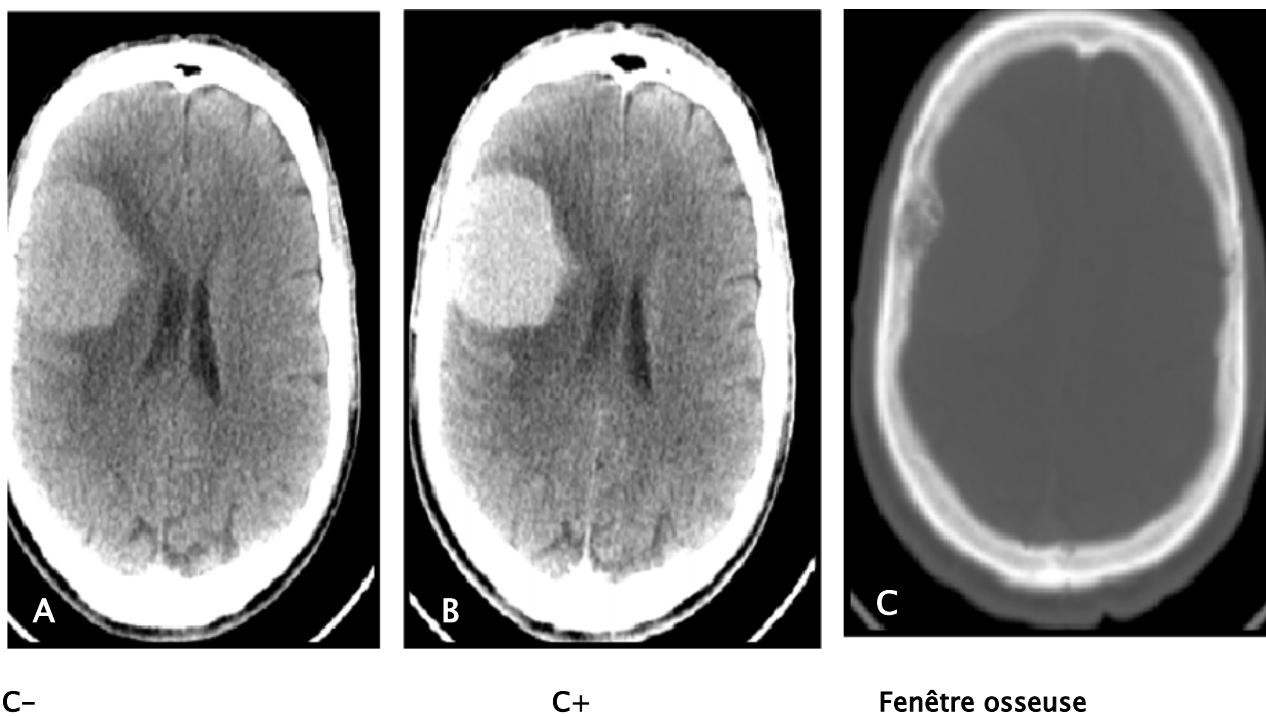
TDM cérébrale en coupe axiale sans (A), avec injection du produit de contraste (B), et la fenêtre osseuse (C) montrant un aspect en faveur d'un méningiome de la convexité pariétale droite
